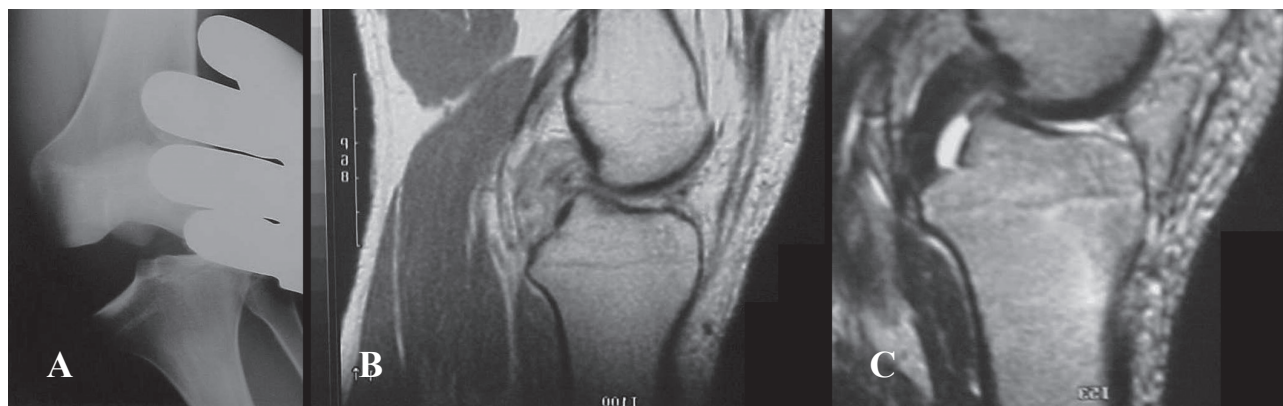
A) Radiografia que mostra rotura do compartimento interno e pivot central. B) RMN de controlo que mostra o início da reparação ligamentar com formação do novo ligamento e B) resultado final.
